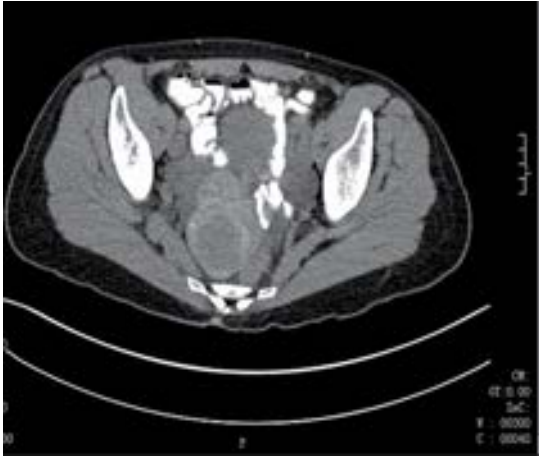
Tomografía axial computada que muestra una masa de 6.8 x 6.2 cm, dependiente de la pared lateral derecha del útero, con bordes lobulados.
